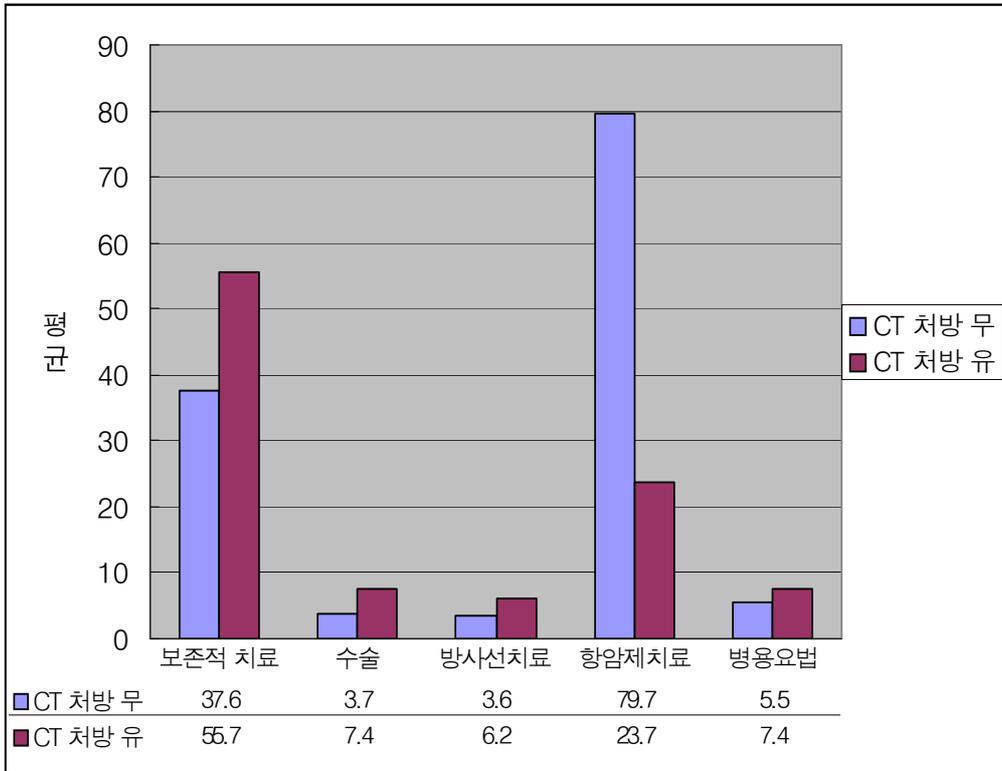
방문 당 CT처방 여부 비교 (치료유형별)
